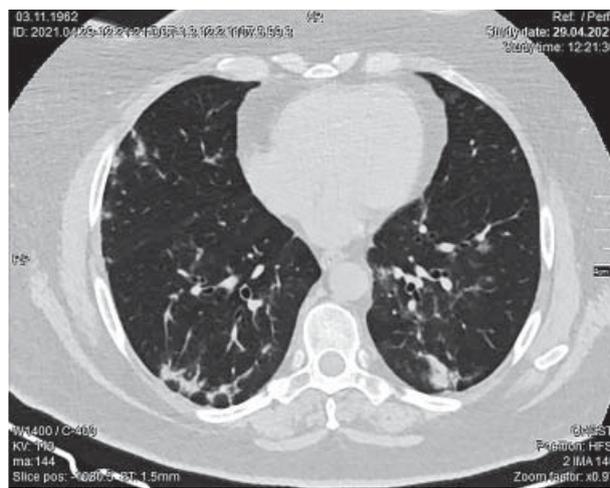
КТ ОГК хворої К. з негоспітальною пневмонією вірусної етіології (COVID-19). Аксіальний зріз
